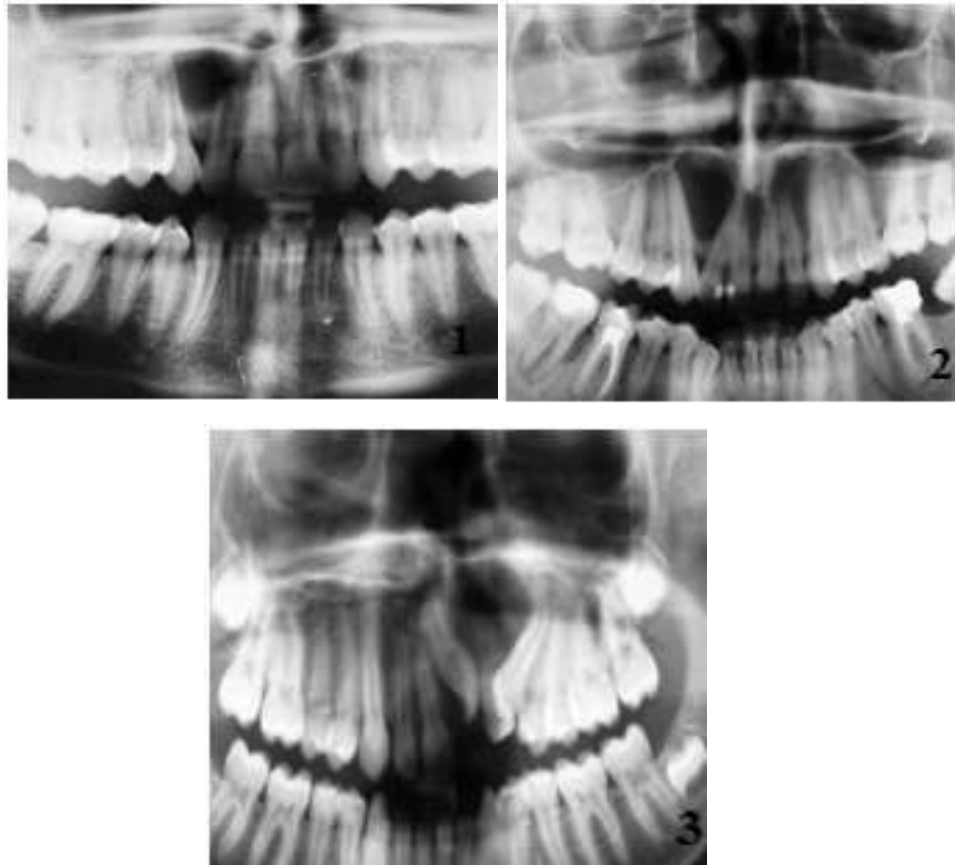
Рентгенологічна картина різних видів кіст глобуломаксиллярної ділянки. Виділені округла (1), форма перевернутої груші (2) та щілиноподібна (3) форми кіст глобуломаксиллярної ділянки (С.М. Шувалов, 2006).
